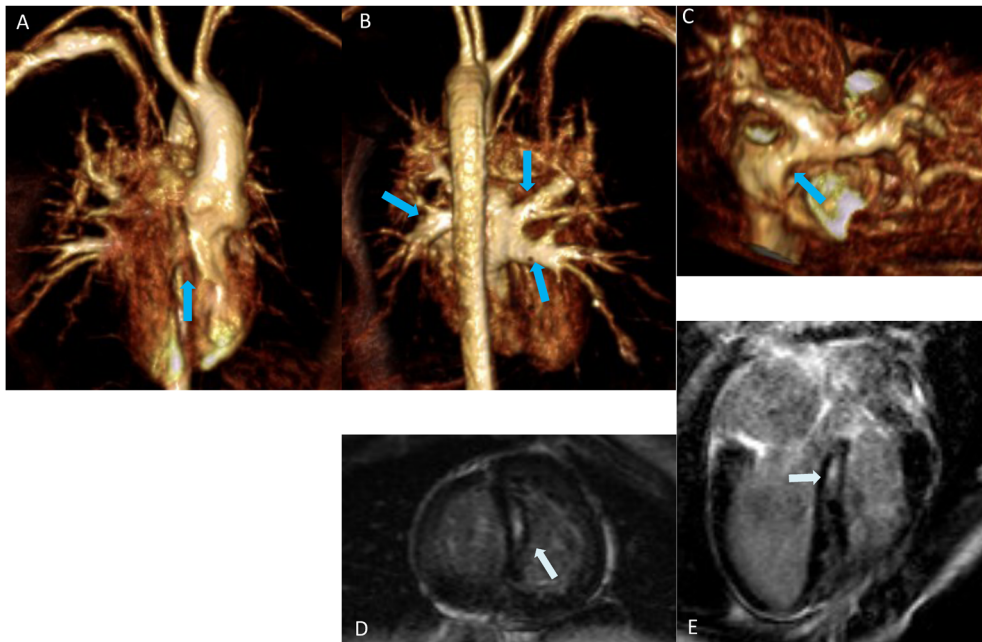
Contrast-enhanced three-dimensional magnetic resonance angiography and late gadolinium enhancement
